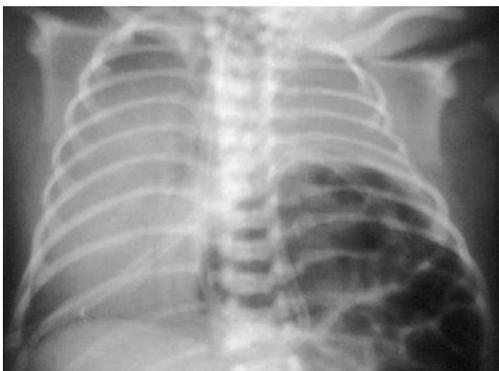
La radiografía de tórax muestra múltiples radiolucencias en el interior del hemitórax izquierdo como consecuencia de la herniación de asas.
